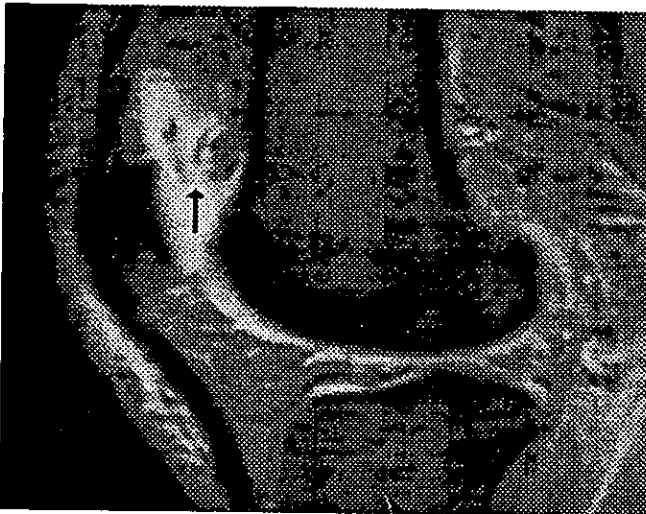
IRM Eco de Gradiente en Sagital Con FL2D 25 Tiempo de Relajación 612 Tiempo de Eco 18 donde observamos Sinovitis Ruptura de Plica Suprapatelar y Derrame Articular.
